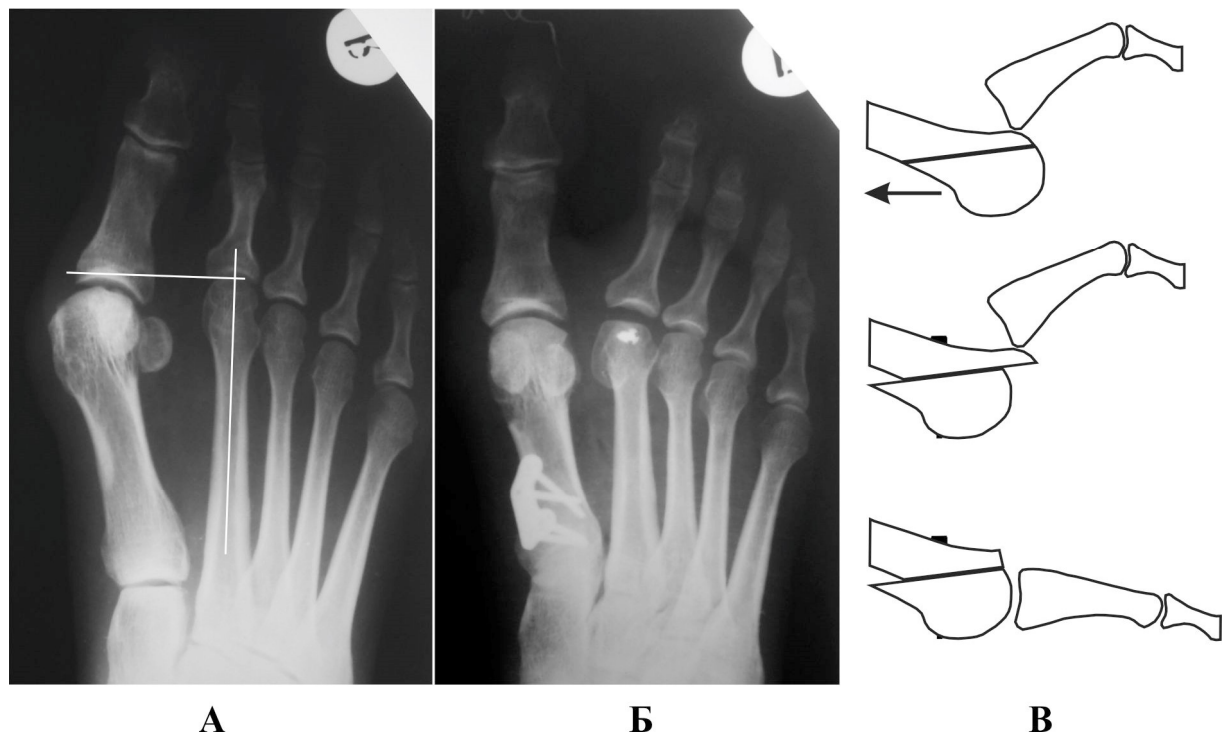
Вкорочуюча остеотомія плеснової кістки за L.S. Weil: А – пряма рентгенограма стопи у пацієнтки з метатарзалгією, локалізація метатарзалгії – головка 2-ї плеснової кістки, відносно коротка 1-а ПК; Б – рентгенограма стопи після деваризуючої проксимальної остеотомії 1-ї ПК та вкорочуючої остеотомії 2-ї ПК за L.S. Weil.
